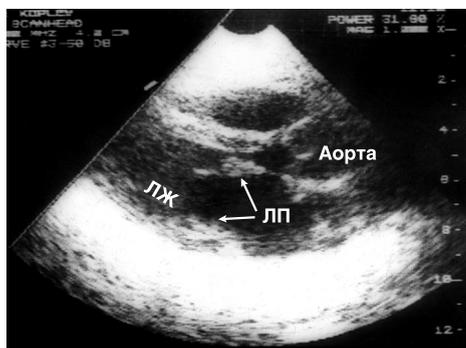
Эхокардиограмма больного с миксоматозной дегенерацией. В-режим, парастернальный доступ, позиция по длинной оси ЛЖ. Стрелки указывают на утолщенные, рыхлые, миксоматозно измененные створки митрального клапана. ЛЖ — левый желудочек; ЛП — левое предсердие.
